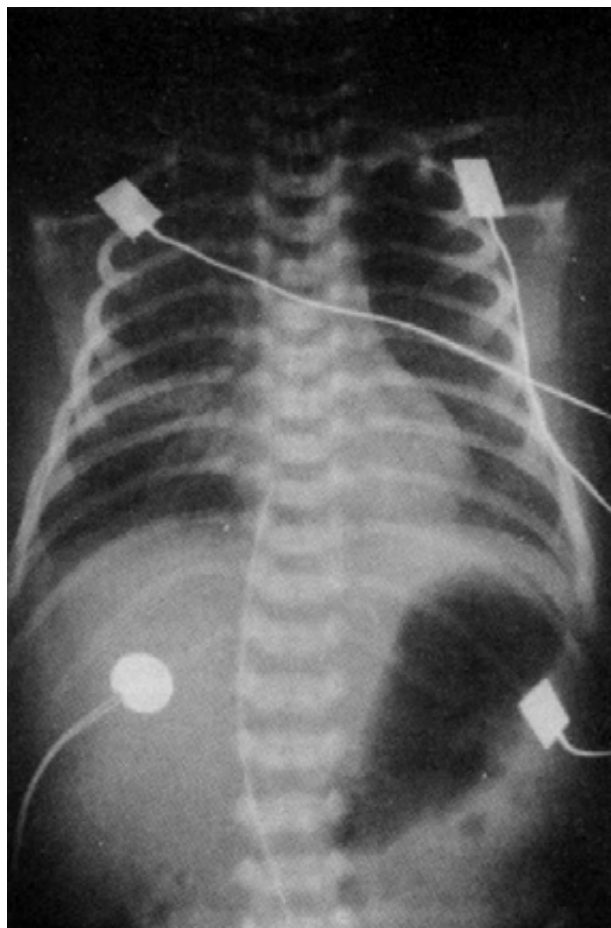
Radiografía de tórax a las 48 horas de vida, intubado, después de 24 horas de tratamiento con ventilación de alta frecuencia oscilatoria y de la administración de la segunda dosis de surfactante exógeno bovino.
